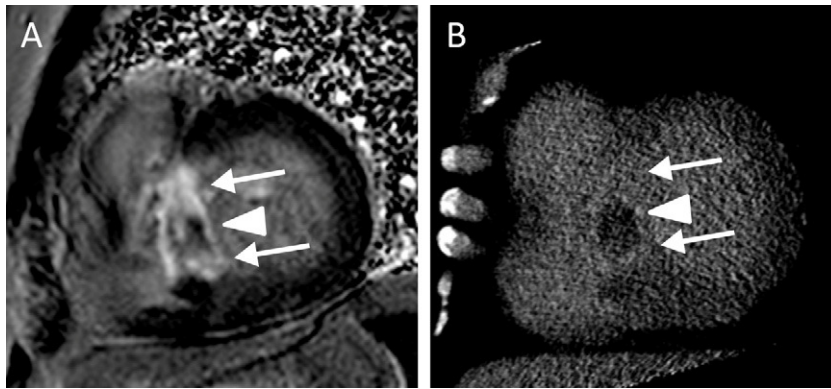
Painel A: Avaliação de realce tardio por: ressonância magnética cardíaca (*phase sensitive inversion recovery*) em eixo curto. Painel B: TC cardíaca na mesma projeção, em MPR com 12 mm de espessura.
